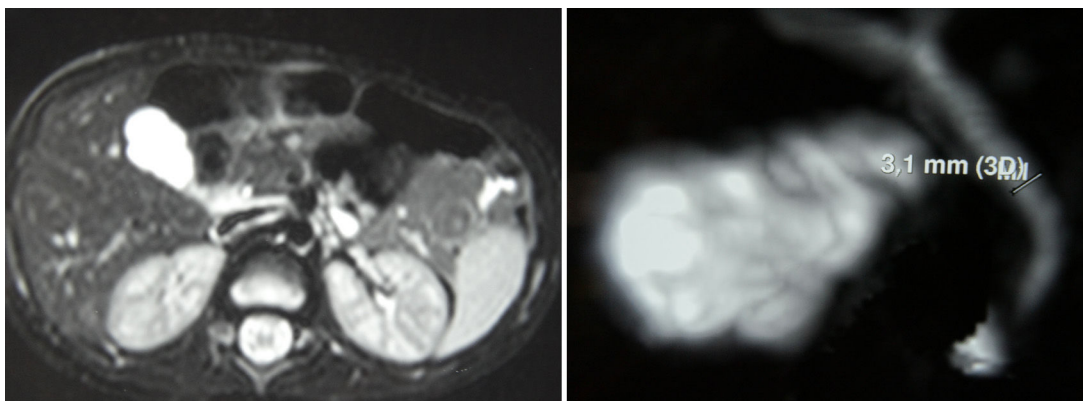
Colangio-RMN que confirma el diagnóstico de vesícula biliar multiseptada sin litiasis ni barro biliar en su interior, y descarta malformaciones del colédoco y de la unión biliopancreática.
